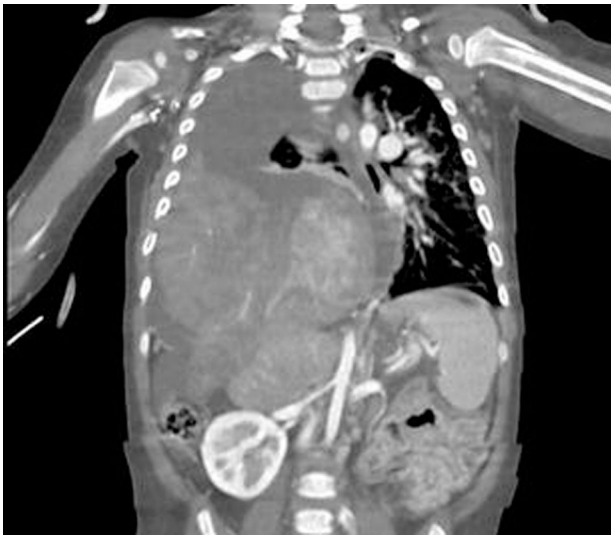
TAC toracoabdominal.
